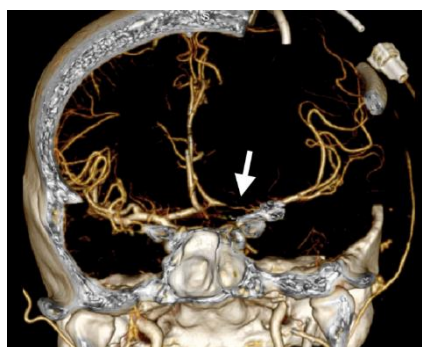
Reconstrução tridimensional de angiografia por TC mostrando estenose severa da ACM. Adaptado de *Advances in transcranial Doppler US: imaging ahead. Radiographics. 2013*⁵¹
